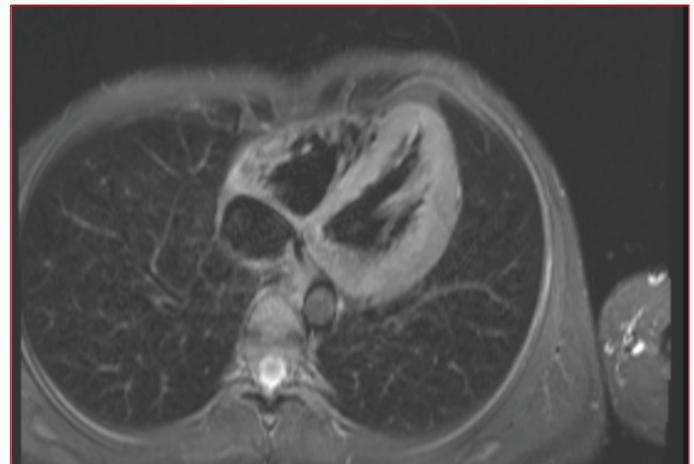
Cardiac magnetic resonance imaging: Cardiac MRI showed a spiral-shaped hypertrophy of the left ventricle.
